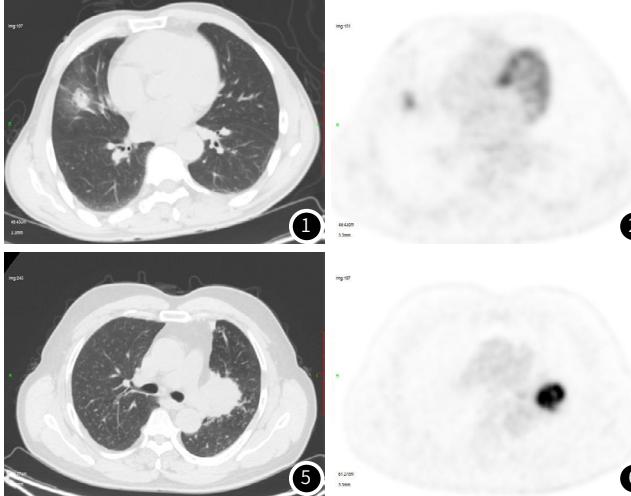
~图4 患者, 男, 64岁, 右肺中叶腺癌, 病变大小1.9cm×1.4cm, 病变边界不清, 可见短毛刺及支气管空气征, 融合图像可见较高的¹⁸F-FDG摄取, SUV_{max}6.3。图5~图8 患者, 男, 60岁, 左肺上叶鳞癌, 病变大小4.7cm×4.3cm, 病变边界不清, 可见短毛刺, 远侧可见不张肺组织, 融合图像可见较高的¹⁸F-FDG摄取, SUV_{max}18.2。
